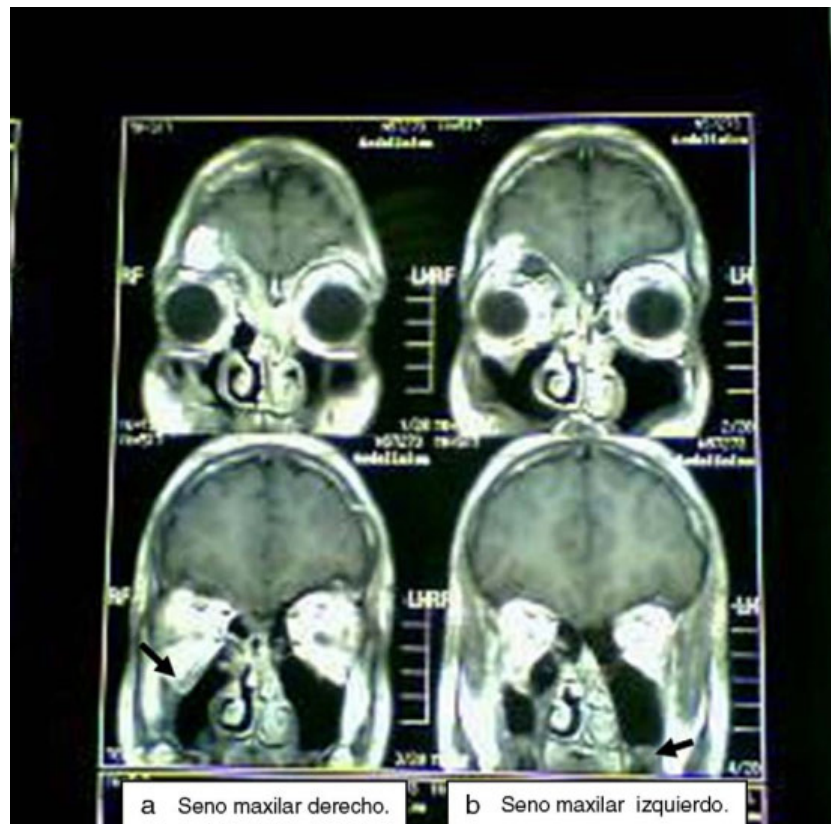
Tomografía axial computarizada en la que se observa: (a) velamiento total del seno maxilar derecho y aire en su interior (flecha); (b) el seno maxilar izquierdo presenta leve engrosamiento mucoso (flecha).
